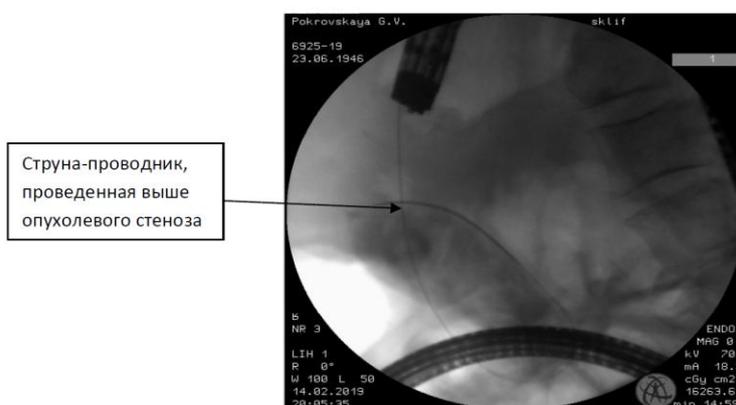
Рентгенологический контроль положения струны – проводника, проведенной выше опухолевого стеноза
